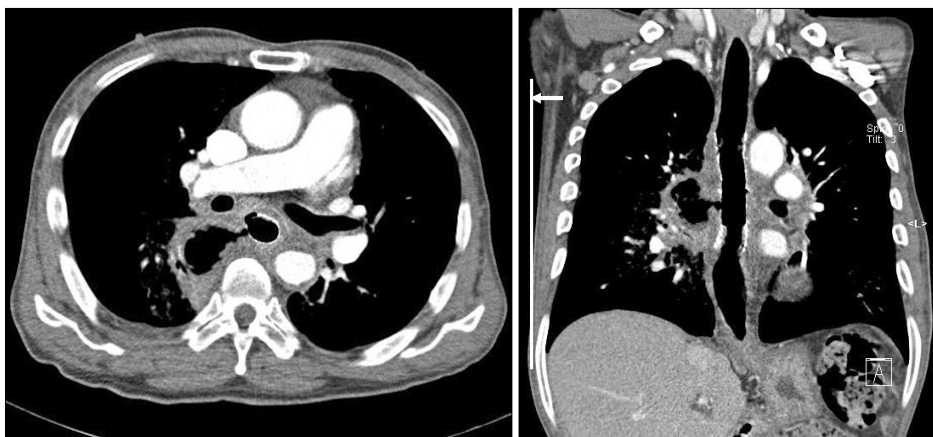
Chest CT findings. There is a esophagobronchial fistula at about 1.5 cm distal portion of carina level. Necrotizing pneumonia is found at the right lower lung field and pneumonic infiltration in both lungs.
